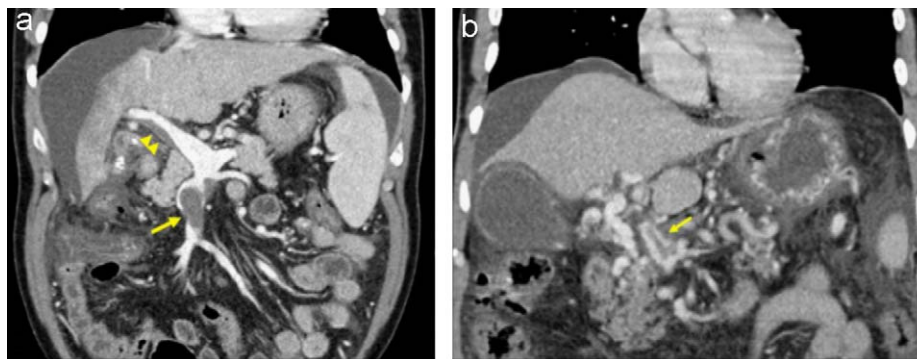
a) En este corte coronal de tomografía computarizada (TC) se puede observar la presencia de un material de alta densidad en el interior de la vena mesentérica superior (flecha) que corresponde a una trombosis total. A nivel de la vena porta se observa otro defecto de repleción que no afecta a la totalidad de la luz, que corresponde a una trombosis parcial de la vena porta (cabeza de flecha). La ausencia de colaterales sugiere que nos encontramos ante un episodio agudo de TVP. (cortesía de la Dra. García-Criado, Servicio de Radiología, Hospital Clínic). b) Corte coronal de TC que muestra la transformación cavernomatosa de la vena porta. En él se puede observar la presencia de múltiples vasos tortuosos que superan la zona trombosada. También se aprecia una imagen de retrorrombosis en el interior de uno de los vasos que forman el cavernoma (flecha) (cortesía de la Dra. García-Criado, Servicio de Radiología, Hospital Clínic).
